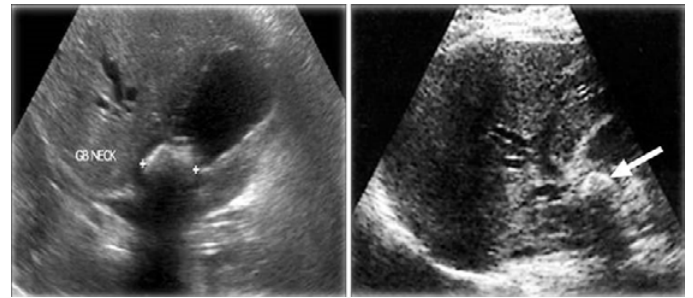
УЗИ картина I типа СМ
